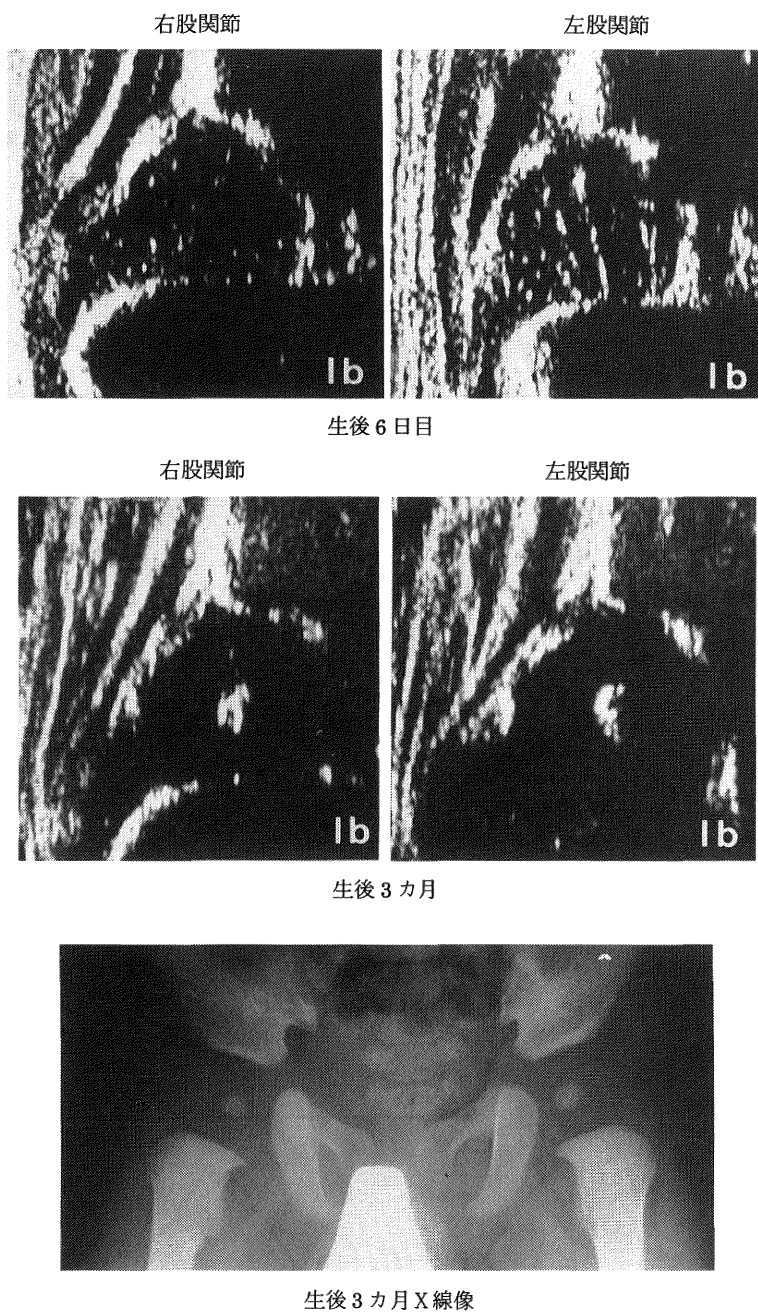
症例1. A群 男児: 生後6日の超音波検査で両股関節とも, Ibであった. 3カ月検診でも両側 Ibで, X線検査も正常であった.
